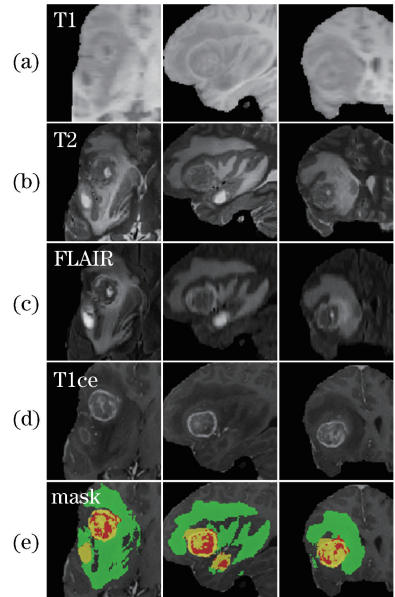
不同模态的 MRI 在三个截面上的图像。(a) T1 图像;(b) T2 图像;(c) FLAIR 图像;(d) T1ce 图像;(e)精细分割标签图
